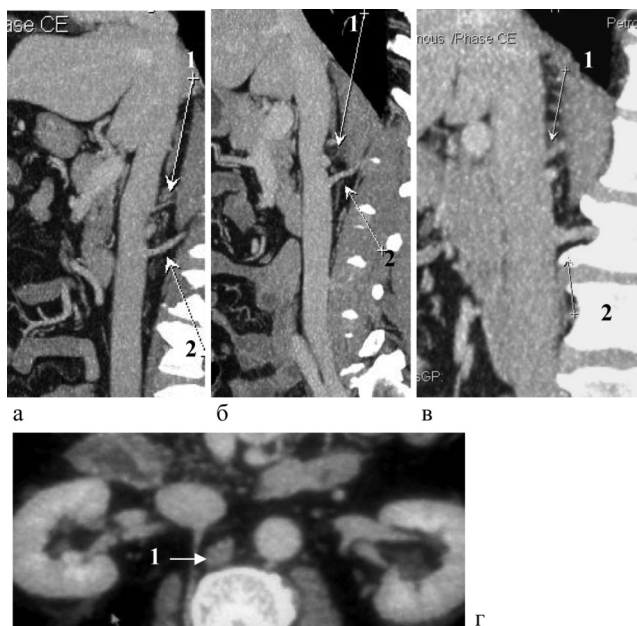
МСКТ варіантних поясничних вен. а, б, в — сагітальні реконструкції. Визуалізуються варіантні вени, откриваючі в підпеченочному відділі НПВ (1) і верхні поясничні вени інфраренального відділу НПВ (2). г — аксіальна томограма демонструють варіантну вену підпеченочного сегмента НПВ
